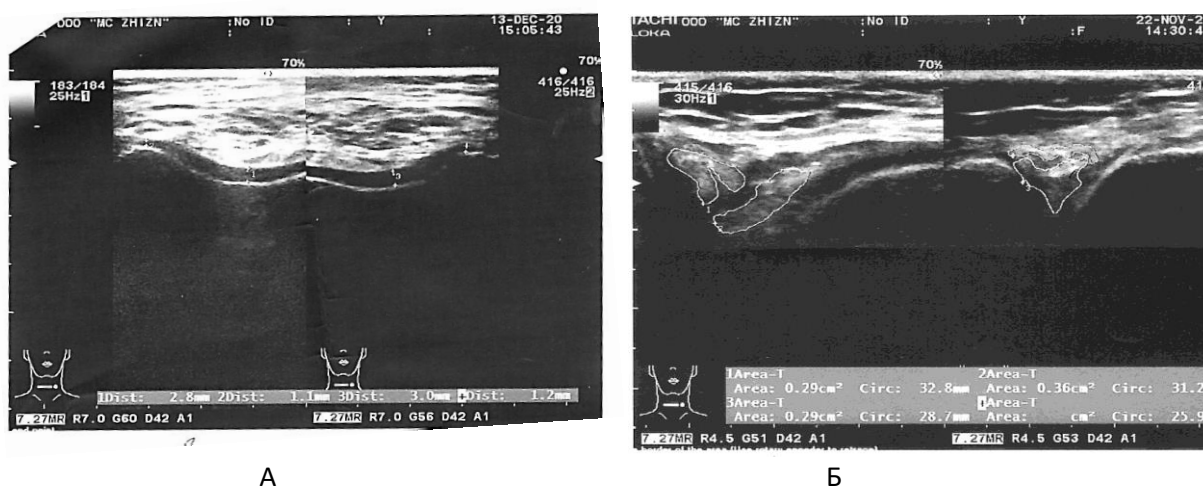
Пациент М., 28 лет, клинически-манифестный остеоартрит 0 рентгенологической стадии, УЗИ коленных суставов. А: толщина суставного хряща по 0,11 см слева и справа в нагружаемой зоне медиальных мыщелков, и 0,28 см слева и 0,3 см справа в области межмыщелкового плато; Б: неоднородность структуры заднего рога медиального мыщелка.
